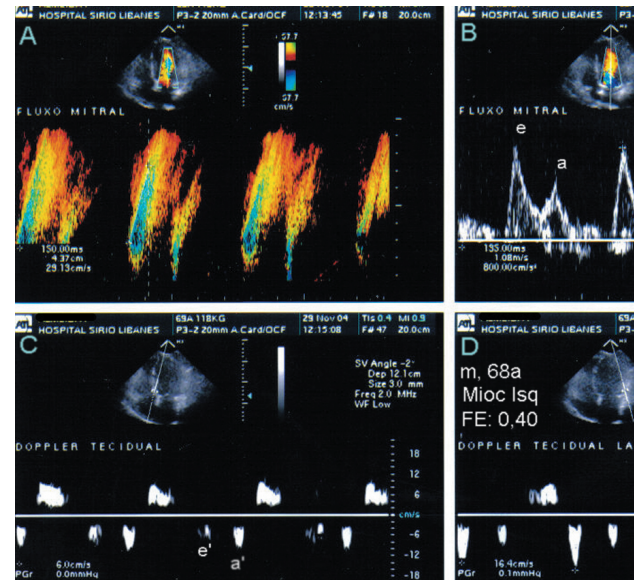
Caso ilustrativo do padrão "pseudonormal" em paciente com miocardiopatia isquêmica por infarto ântero-septal e fração de ejeção reduzida (0,40). A: color M-mode do fluxo mitral, com redução da velocidade de propagação de fluxo (30 cm/s). B: curva de Doppler pulsátil do fluxo mitral aparentemente normal. C e D: curvas de Doppler tecidual no nível do anel mitral de diferentes paredes, dissociadas. À esquerda, velocidade reduzida (6 cm/s) na parede septal, acometida pelo infarto; à direita, velocidade normal na parede lateral (16 cm/s). Nesse caso, o color M-mode revelou-se superior ao Doppler tecidual para caracterizar o padrão "pseudonormal".
